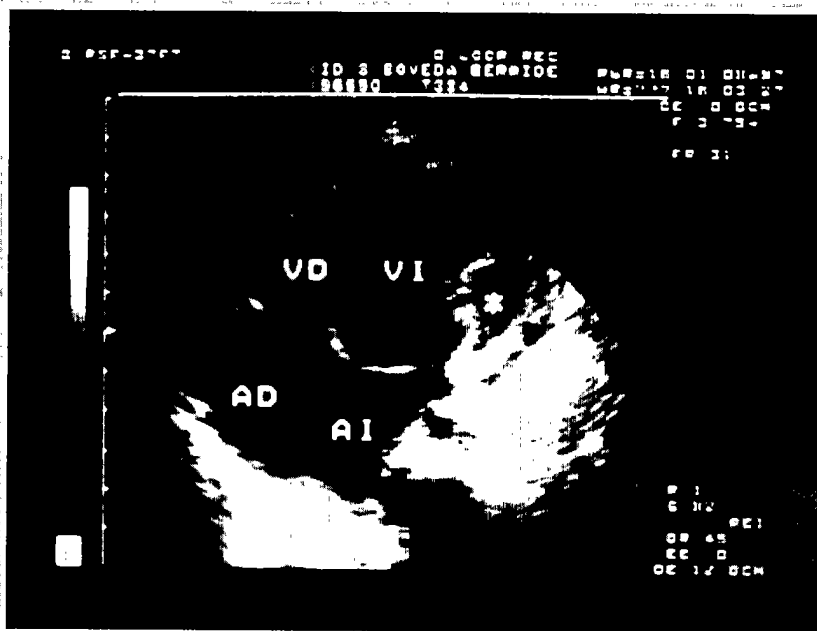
Ecocardiografía: masa calcificada en ventrículo izquierdo que se extiende a su pared lateral y posterior y no ocasiona obstrucción al llenado.
